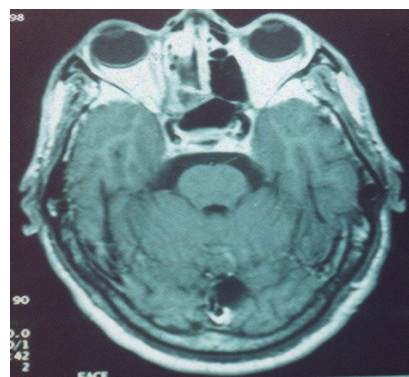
Coupes axiale et coronale d'IRM cérébrale et du massif facial avant traitement (cas n°3): masse homogène intraorbitaire et rétrooculaire droite avec extension aux cellules éthmoïdales et lyse de la paroi orbitaire interne.
